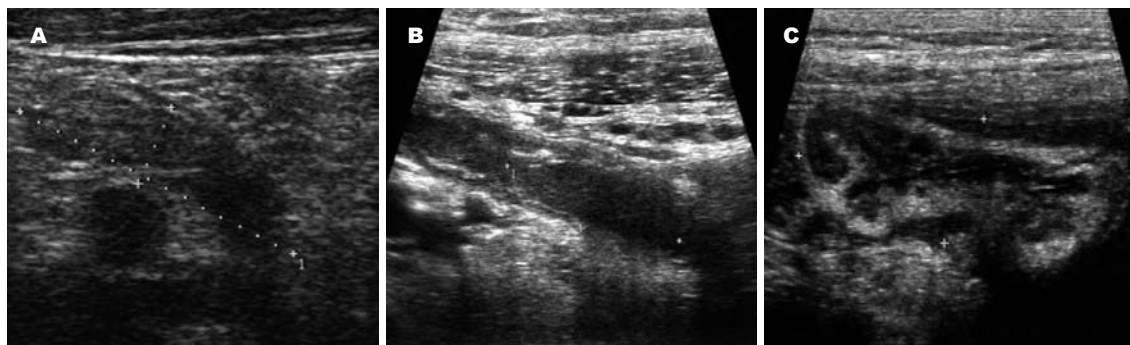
高频超声显示急性阑尾炎. A: 急性单纯性阑尾炎, 肿大阑尾呈腊肠样盲端结构, 阑尾壁薄, 连续; B: 急性化脓性阑尾炎, 阑尾肿胀明显, 腔扩张, 积液增多, 阑尾管壁增厚, 不光滑; C: 急性坏疽性阑尾炎, 阑尾壁明显增厚, 回声低, 不连续, 黏膜层部分消失, 周围积液明显。
